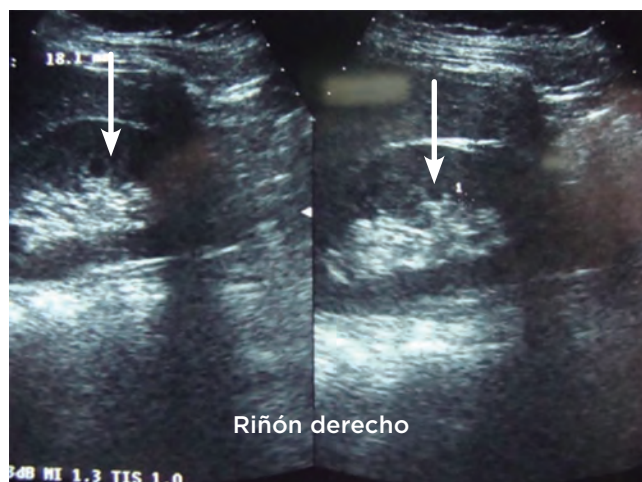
Caso 1. Ultrasonido renal simple. La flecha indica una zona con hiperecogenicidad por el depósito de calcio en el parénquima.
